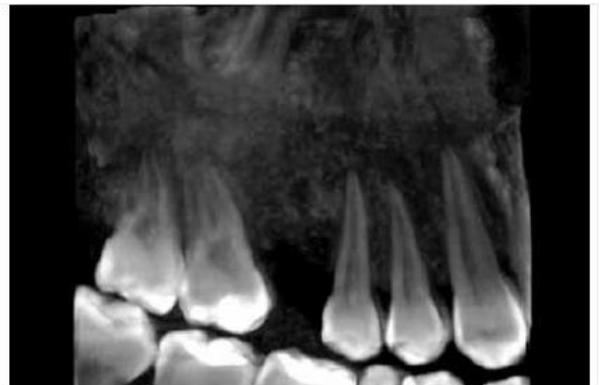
Tomografia final - Reconstrução 3D após 150 dias de preservação e acompanhamento do caso.
